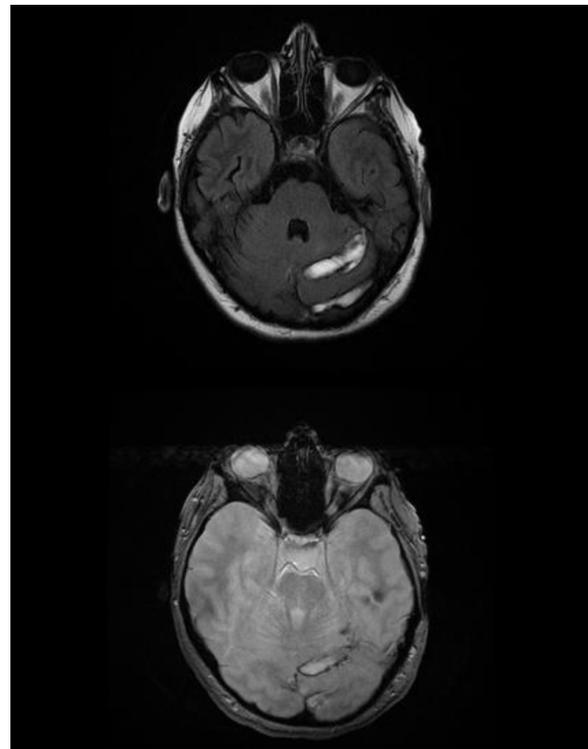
RM craneal secuencia FLAIR (A) y eco de gradiente (B) que muestran áreas de edema, isquemia y transformación hemorrágica en región parietal izquierda y cerebelo izquierdo.
